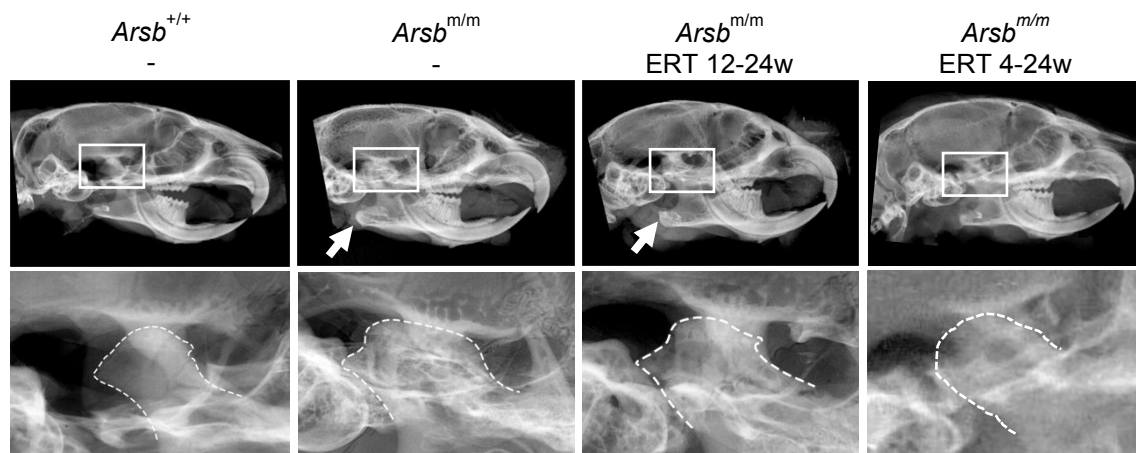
Kontaktradiographie von Schädelhälften in lateraler Ansicht von 24 Wochen alten Wildtyp-, *Arsb^{m/m}*-Mäusen und *Arsb^{m/m}*-Mäusen mit Enzymersatztherapie (*Arsb^{m/m}* ERT 12-24w und *Arsb^{m/m}* ERT 4-24w). Oben: Bei *Arsb^{m/m}*-Mäusen ist im Bereich der Unterkante der Mandibula eine höhere Röntgendichte des Knochens zu erkennen (weißer Pfeil). Diese erhöhte Röntgendichte wird vermutlich durch die bereits vorgestellten lateralen und medialen Knochenexostosen verursacht. Unten: Vergrößerte Darstellung des Kiefergelenks. Die weiß gestrichelte Umrandung des Condylus mandibulae verdeutlicht die irreguläre Form der Kondylen bei *Arsb^{m/m}*-Mäusen ohne Therapie bzw. später ERT. *Arsb^{m/m}*-Mäuse mit früher ERT zeigen hingegen einer normalisierte Form des Kondylus.
